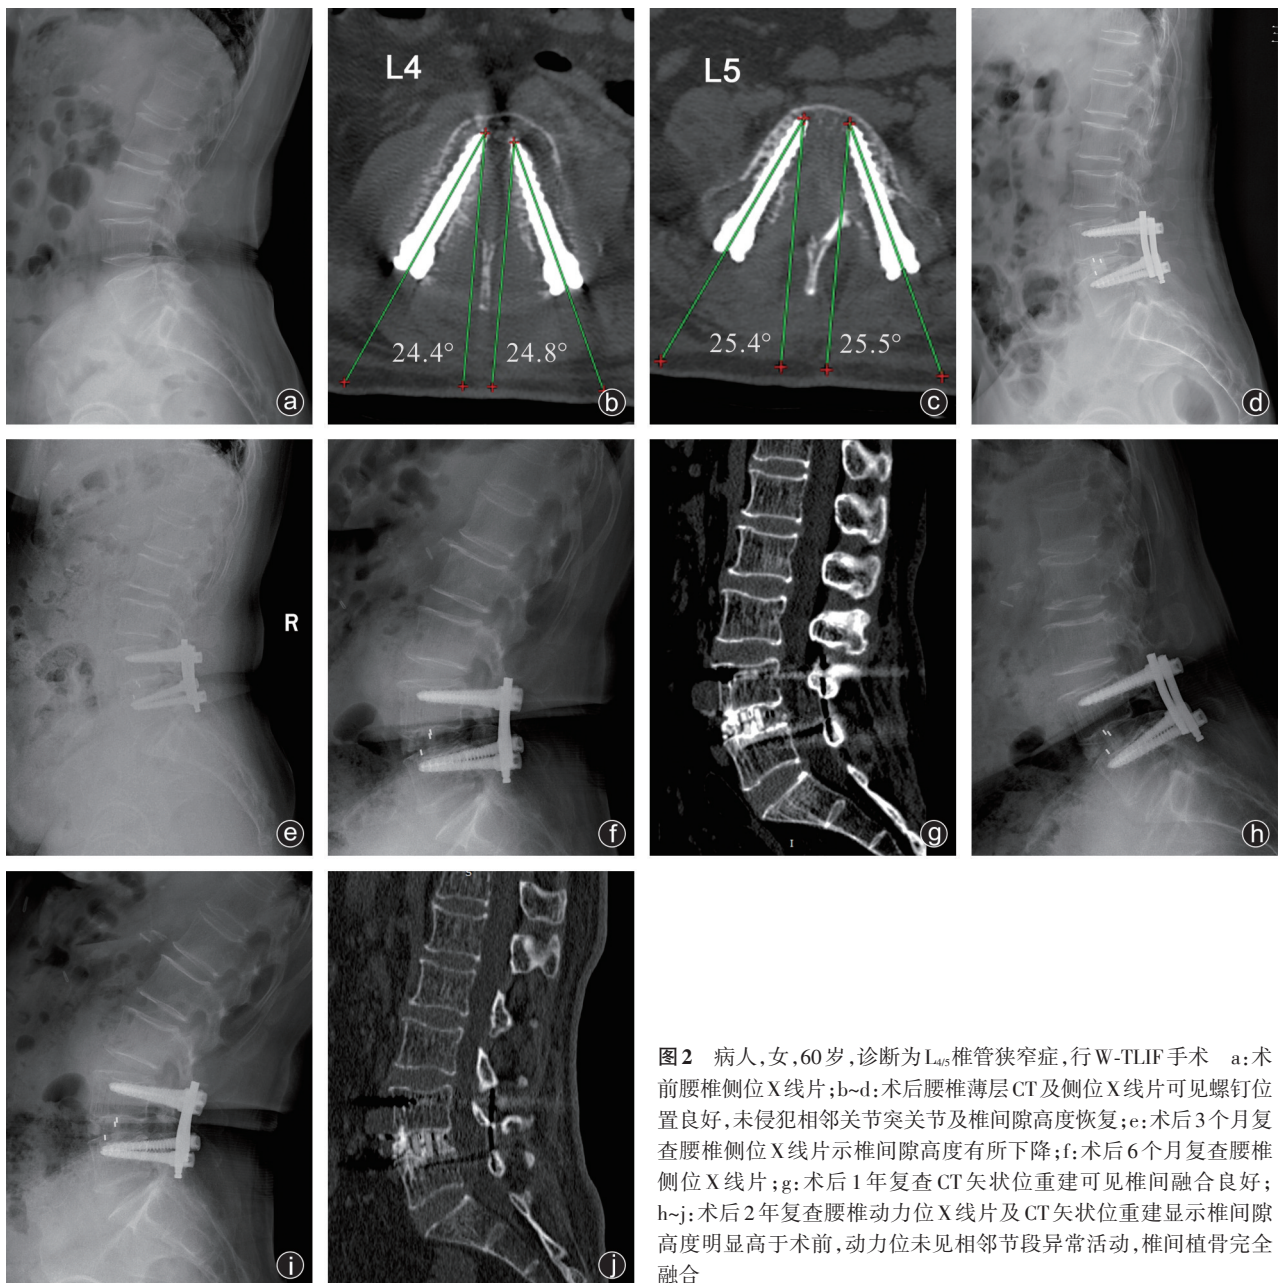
病人,女,60岁,诊断为L<sub>4/5</sub>椎管狭窄症,行W-TLIF手术 a:术前腰椎侧位X线片;b~d:术后腰椎薄层CT及侧位X线片可见螺钉位置良好,未侵犯相邻关节突关节及椎间隙高度恢复;e:术后3个月复查腰椎侧位X线片示椎间隙高度有所下降;f:术后6个月复查腰椎侧位X线片;g:术后1年复查CT矢状位重建可见椎间融合良好;h~j:术后2年复查腰椎动力位X线片及CT矢状位重建显示椎间隙高度明显高于术前,动力位未见相邻节段异常活动,椎间植骨完全融合
